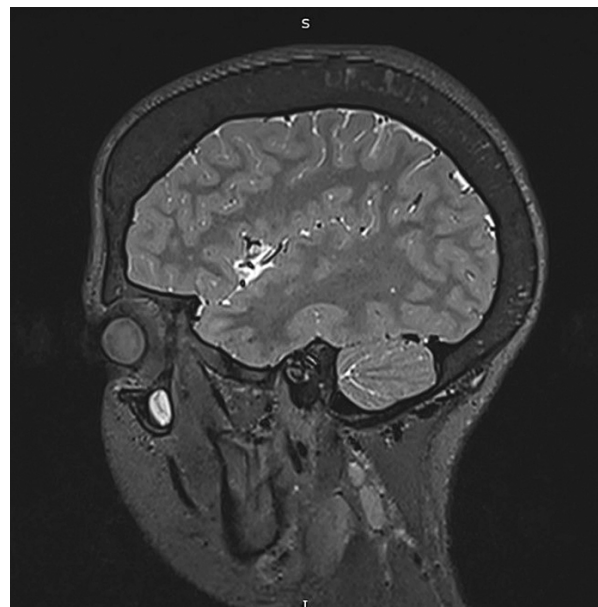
MRI of the brain, sagittal view
